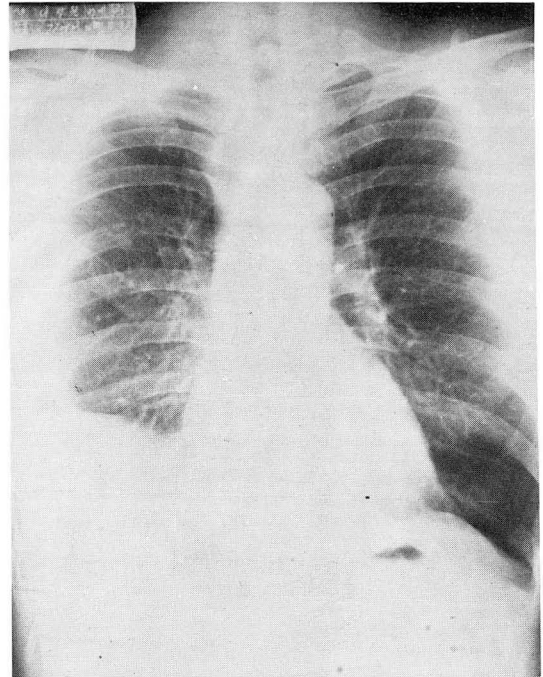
Non-visualization of right pulmonary basal artery after right lower lobectomy on chest roentgenogram
